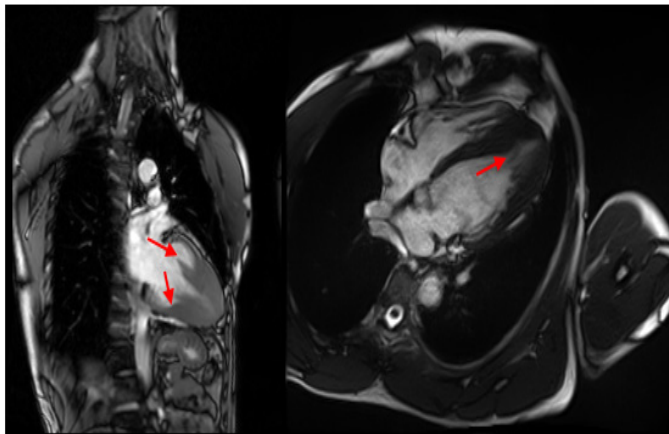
IRM cardiaque, coupe 2 et 4 cavités
